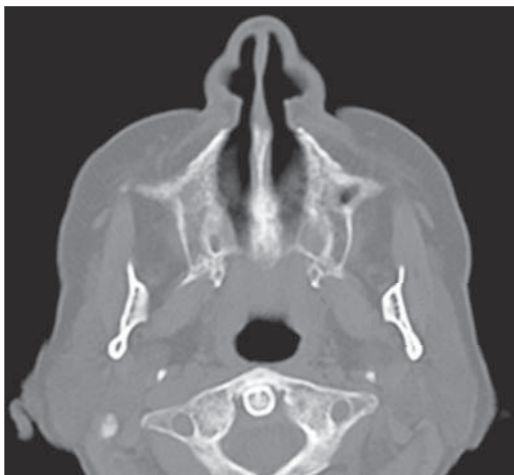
Tomografía computada.
